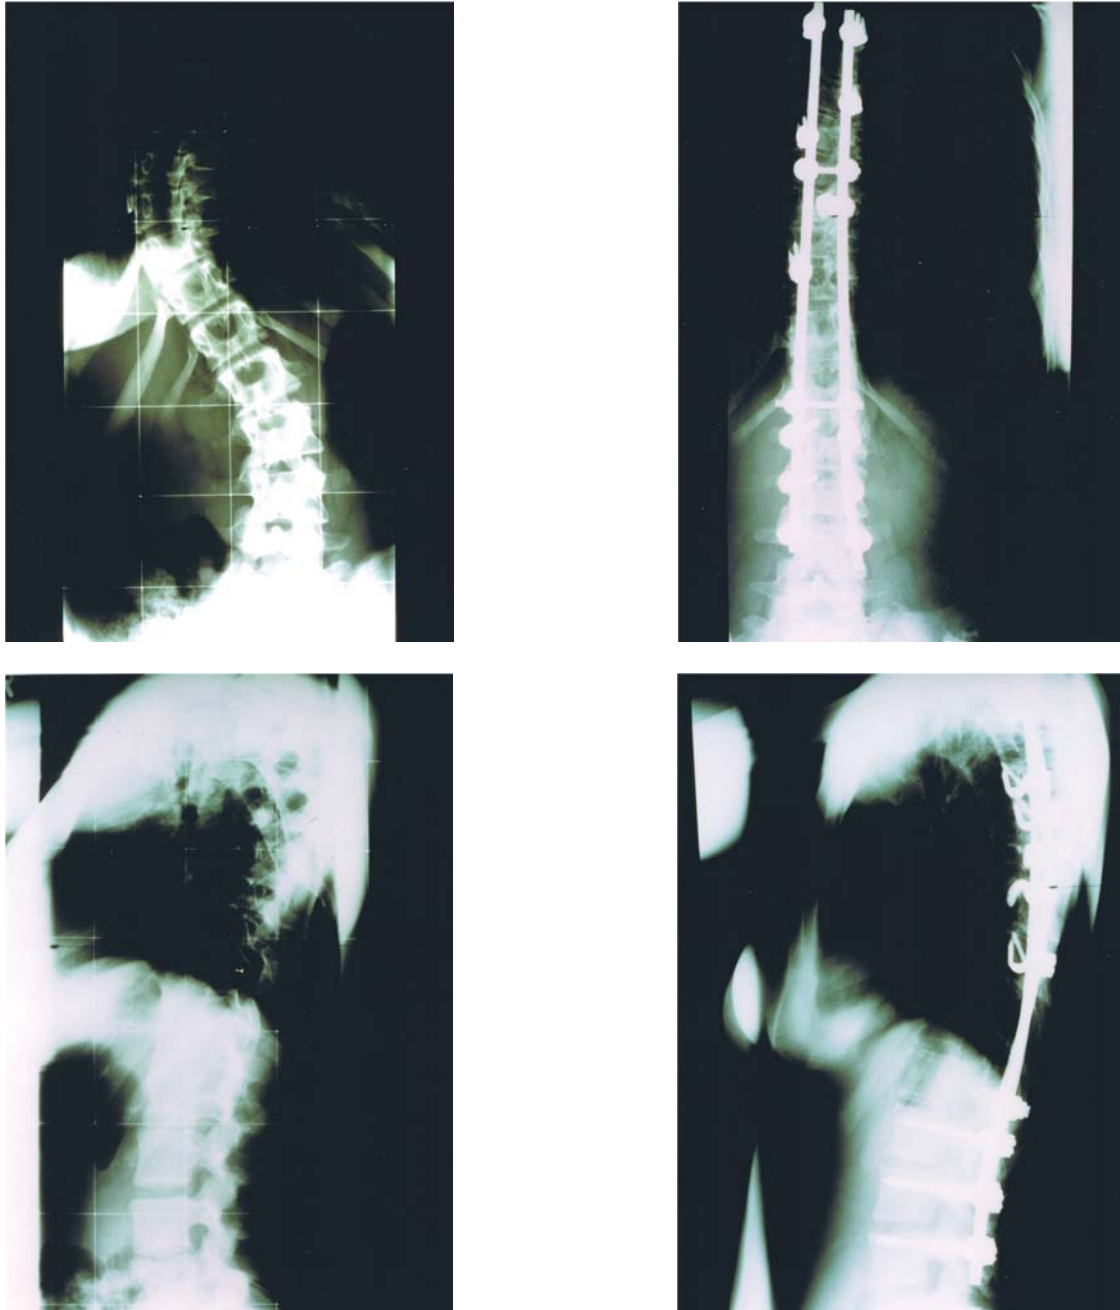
Röntgenaufnahmen im Stehen (a.-p. und seitlich) der 15 jährigen Patientin V.R. mit idiopathischer Adoleszentskoliose vom Typ 2 (Einteilung nach King). Der thorakale Skoliosewinkel betrug präoperativ 60° , er wurde auf 21° (letzte Nachuntersuchung nach 2 Jahren) korrigiert. Lumbal konnte eine Verringerung des Skoliosewinkels von 32° auf 12° erzielt werden. Das Sagittalprofil wurde um 5° auf 27° (Kyphose) und um 19° auf 36° (Lordose) verstärkt.
